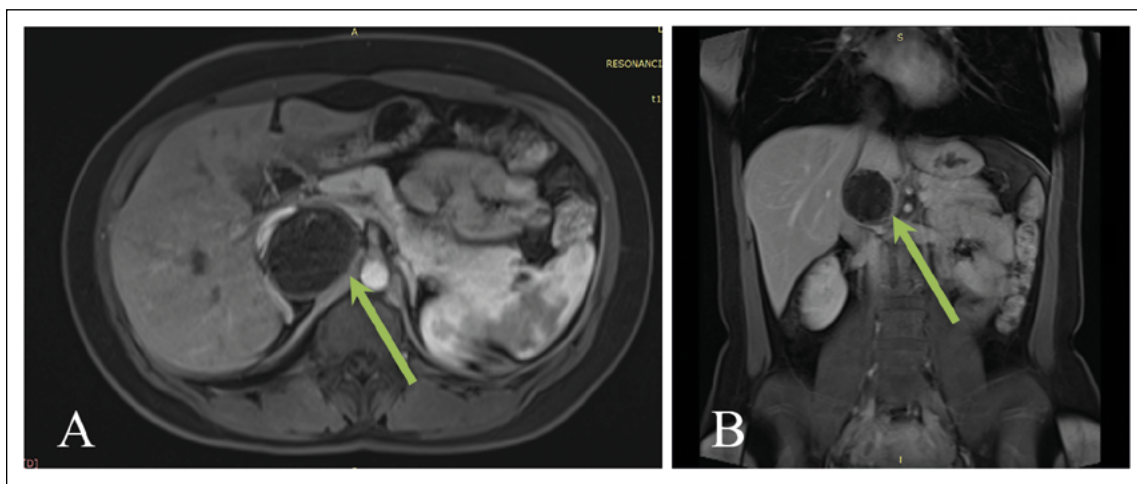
Resonancia de abdomen con lesión quística compleja retroperitoneal señalada con flecha en la figura A corte transversal, B corte coronal.
